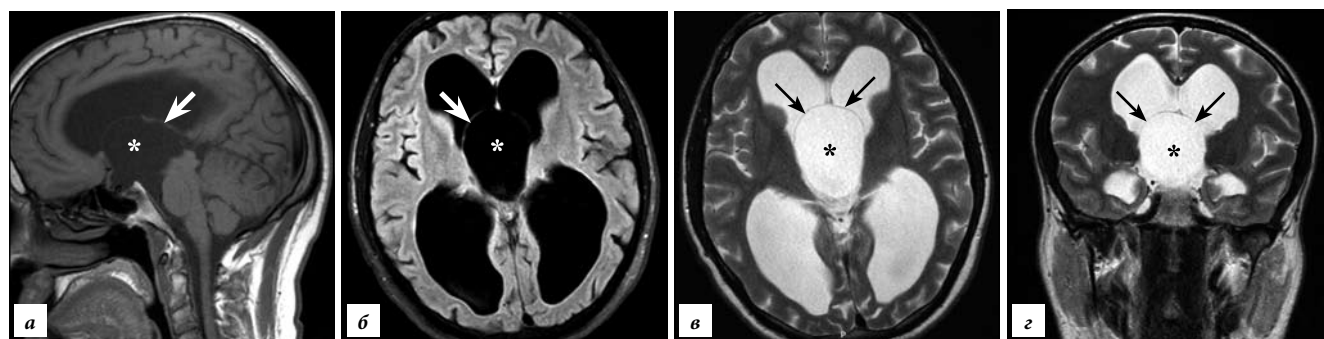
МРТ головного мозга в различных режимах и срезах:
